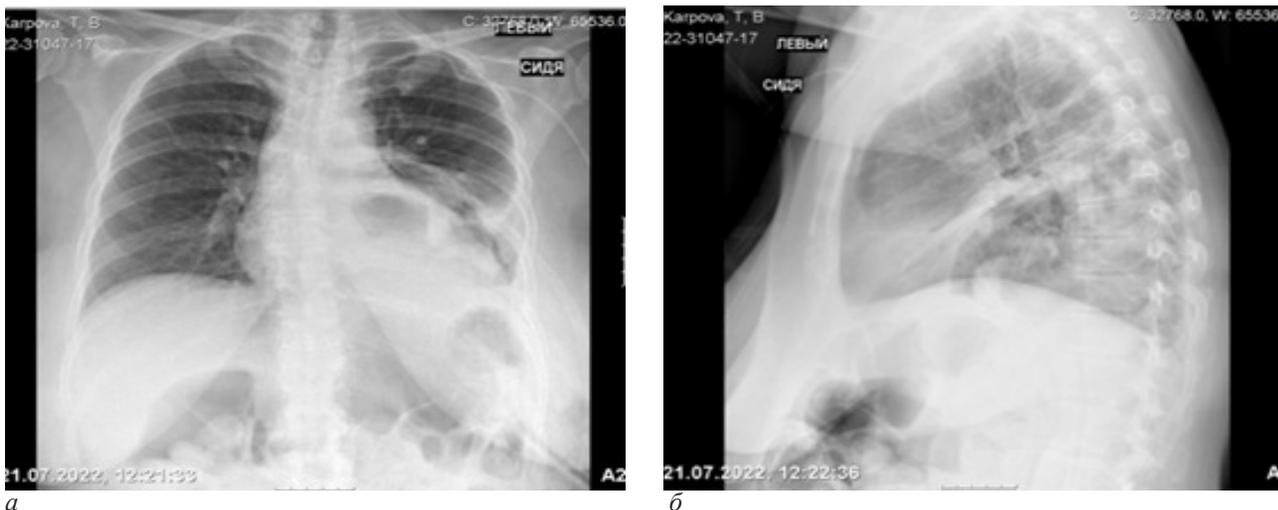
Рентгенография груди больной К. на 6 сутки после операции в прямой (а) и боковой (б) проекциях
